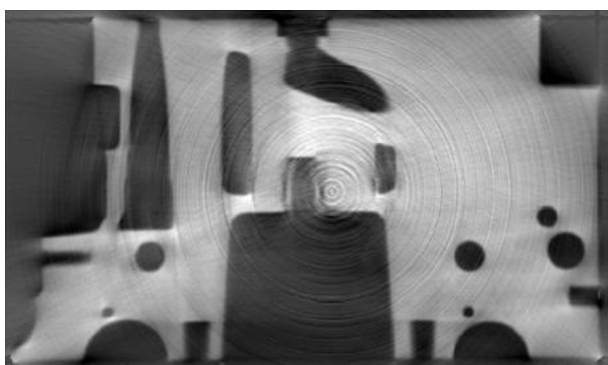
Ringartefakte in einem CT-Scan eines Volkswagen-Zylinderkopfs
